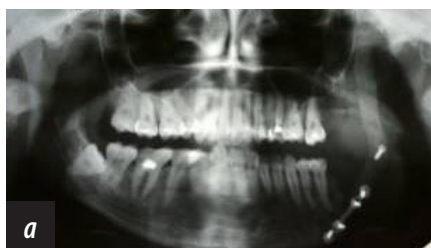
Ортопантограмма (а) и томограммы правого ВНЧС при закрытом (б) и открытом (в) рте больной
